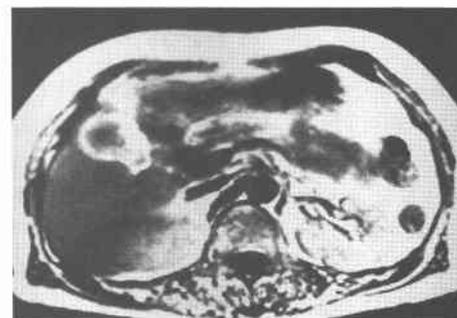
Gadolinium MRI. The tumor has a low intensity core covered by a high intensity band.
